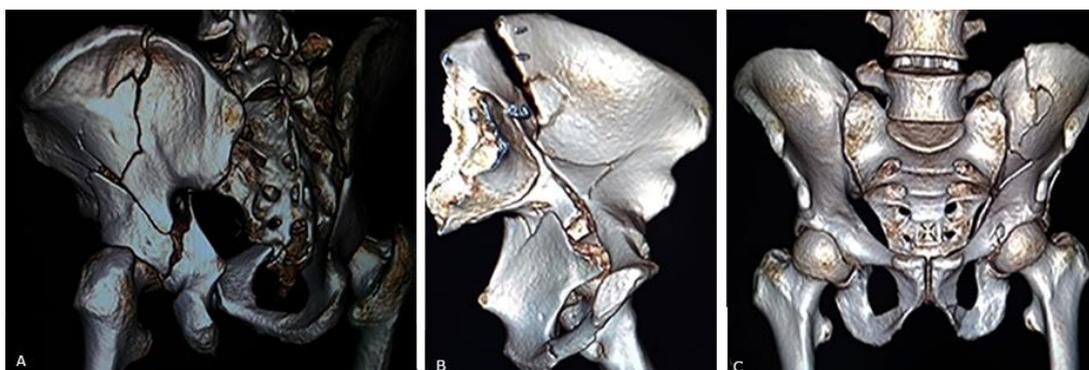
Tomografía axial computarizada 3D. A. Vista posterior: fracturas conminuta del ilíaco y ceja posterior del acetábulo. B. Vista oblicua: fractura del ilíaco y techo del acetábulo. C. Vista anterior: fracturas del ilíaco y techo del acetábulo izquierdo.
